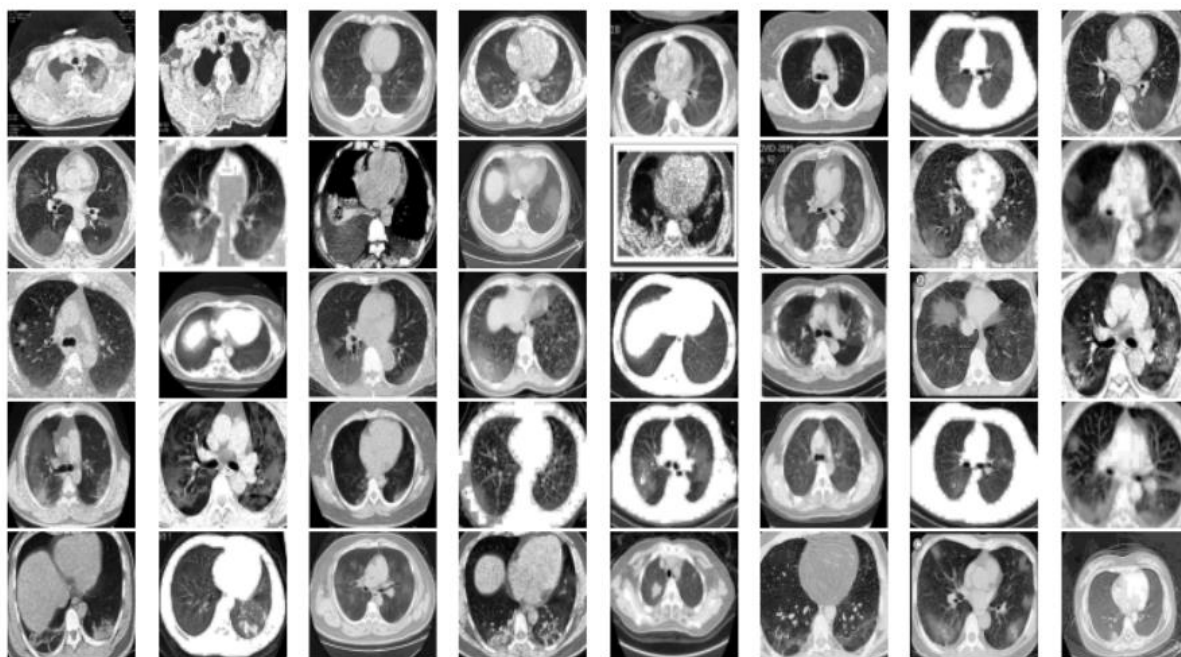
前處理後的COVID-CT的影像(Positive COVID-19 CT Scan)
